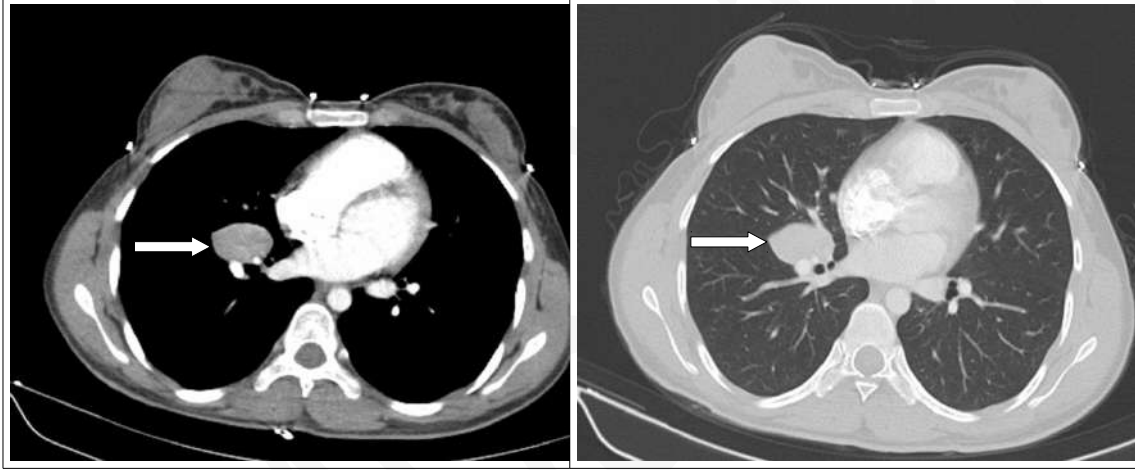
CT revealed round smooth margin mass at right interlobar area
